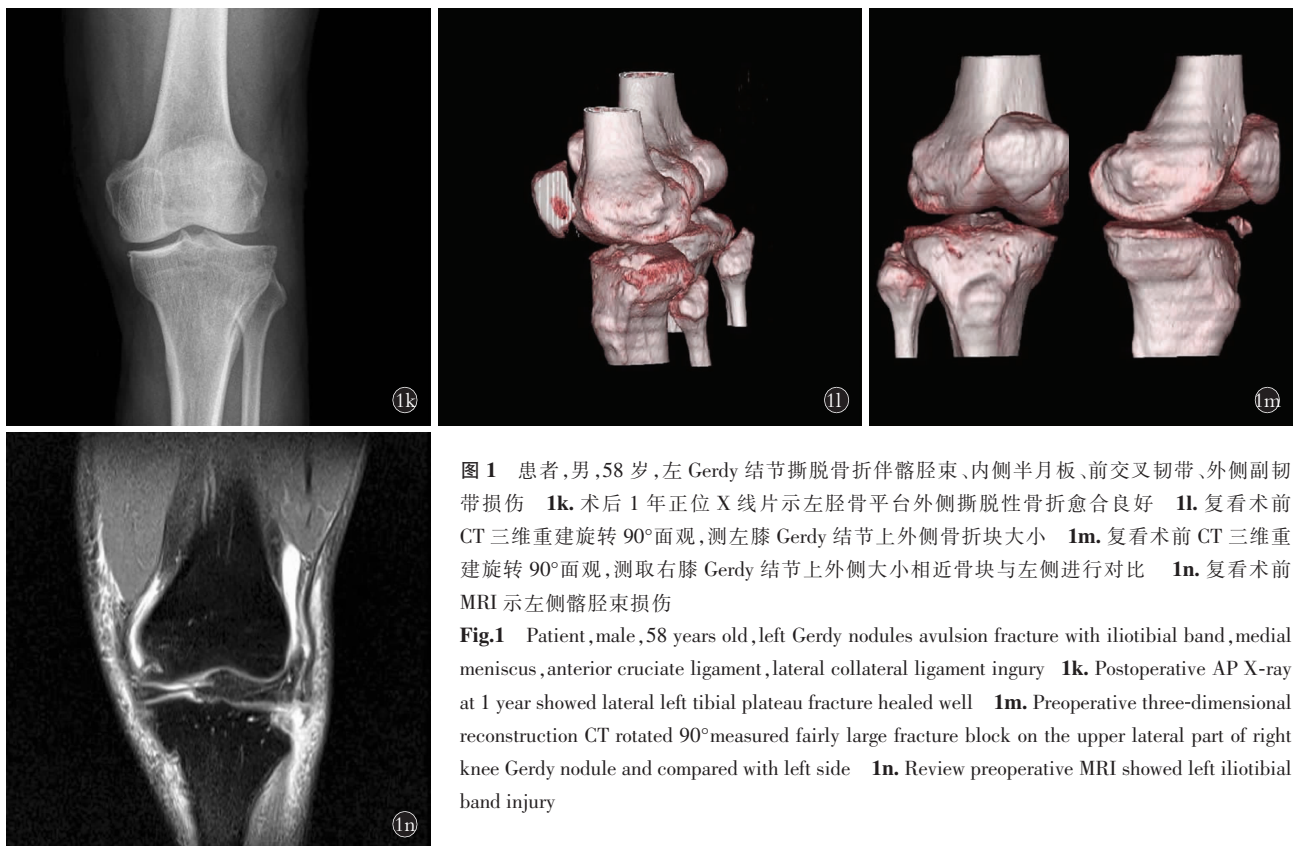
患者,男,58 岁,左 Gerdy 结节撕脱骨折伴髂胫束、内侧半月板、前交叉韧带、外侧副韧带损伤 1k. 术后 1 年正位 X 线片示左胫骨平台外侧撕脱性骨折愈合良好 1l. 复看术前 CT 三维重建旋转 90°面观,测左膝 Gerdy 结节上外侧骨折块大小 1m. 复看术前 CT 三维重建旋转 90°面观,测取右膝 Gerdy 结节上外侧大小相近骨块与左侧进行对比 1n. 复看术前 MRI 示左侧髂胫束损伤
